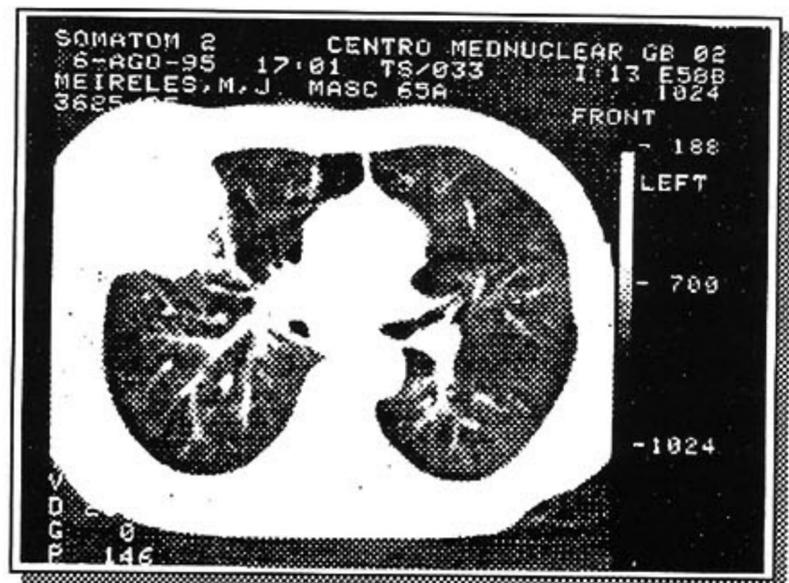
Tomografia computadorizada de tórax - janela pulmonar
